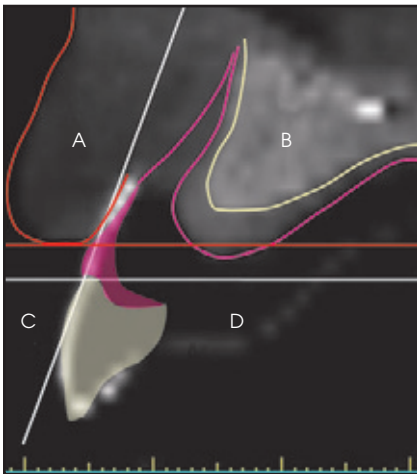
Zwei virtuelle Linien auf dem CT erzeugen vier Quadranten: die Lippenzone (A), das Hart- und Weichgewebe im Eingriffsbereich (B), die sichtbare ästhetische Zone (C) und die restaurative Zone (D). Die ideale Position der bukkalen Oberfläche der Krone und des Gingivarands erzeugt eine vertikale Linie. Die Schmelz-Zement-Grenze des zentralen Schneidezahns legt die horizontale Linie fest. Die rote Linie entspricht der Lippenlinie beim Lächeln. Im ersten Restaurationsschritt für diesen Patienten sollten das Knochen- und Weichgewebetransplantat geplant werden, um den Kamm nach vorn an die vertikale Linie zu bringen und den B-Quadranten auszufüllen, ohne in den A-Quadranten einzudringen.
